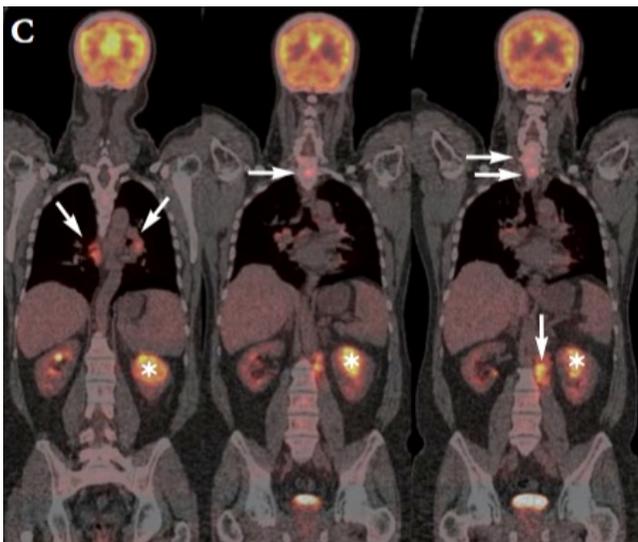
Paciente de 54 años diagnosticado por biopsia hepática de CCR tipo sarcomatoide. La TC toracoabdominal mostró signos morfológicos compatibles con afectación metastásica. El estudio PET-TC confirmó metabólicamente la afectación metastásica toracoabdominal ganglionar y ósea. A) Imágenes de fusión del estudio PET-TC con FDG en el plano coronal, sagital y axial que muestran la marcada actividad metabólica del tumor renal primario localizado en polo superior renal izquierdo.
